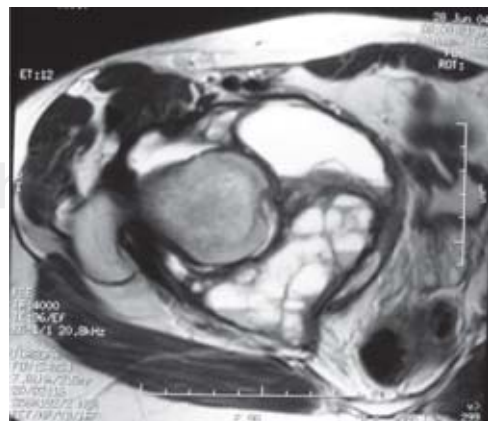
Resonancia magnética para delimitar origen, extensión, formas de invasión y planeación quirúrgica.
